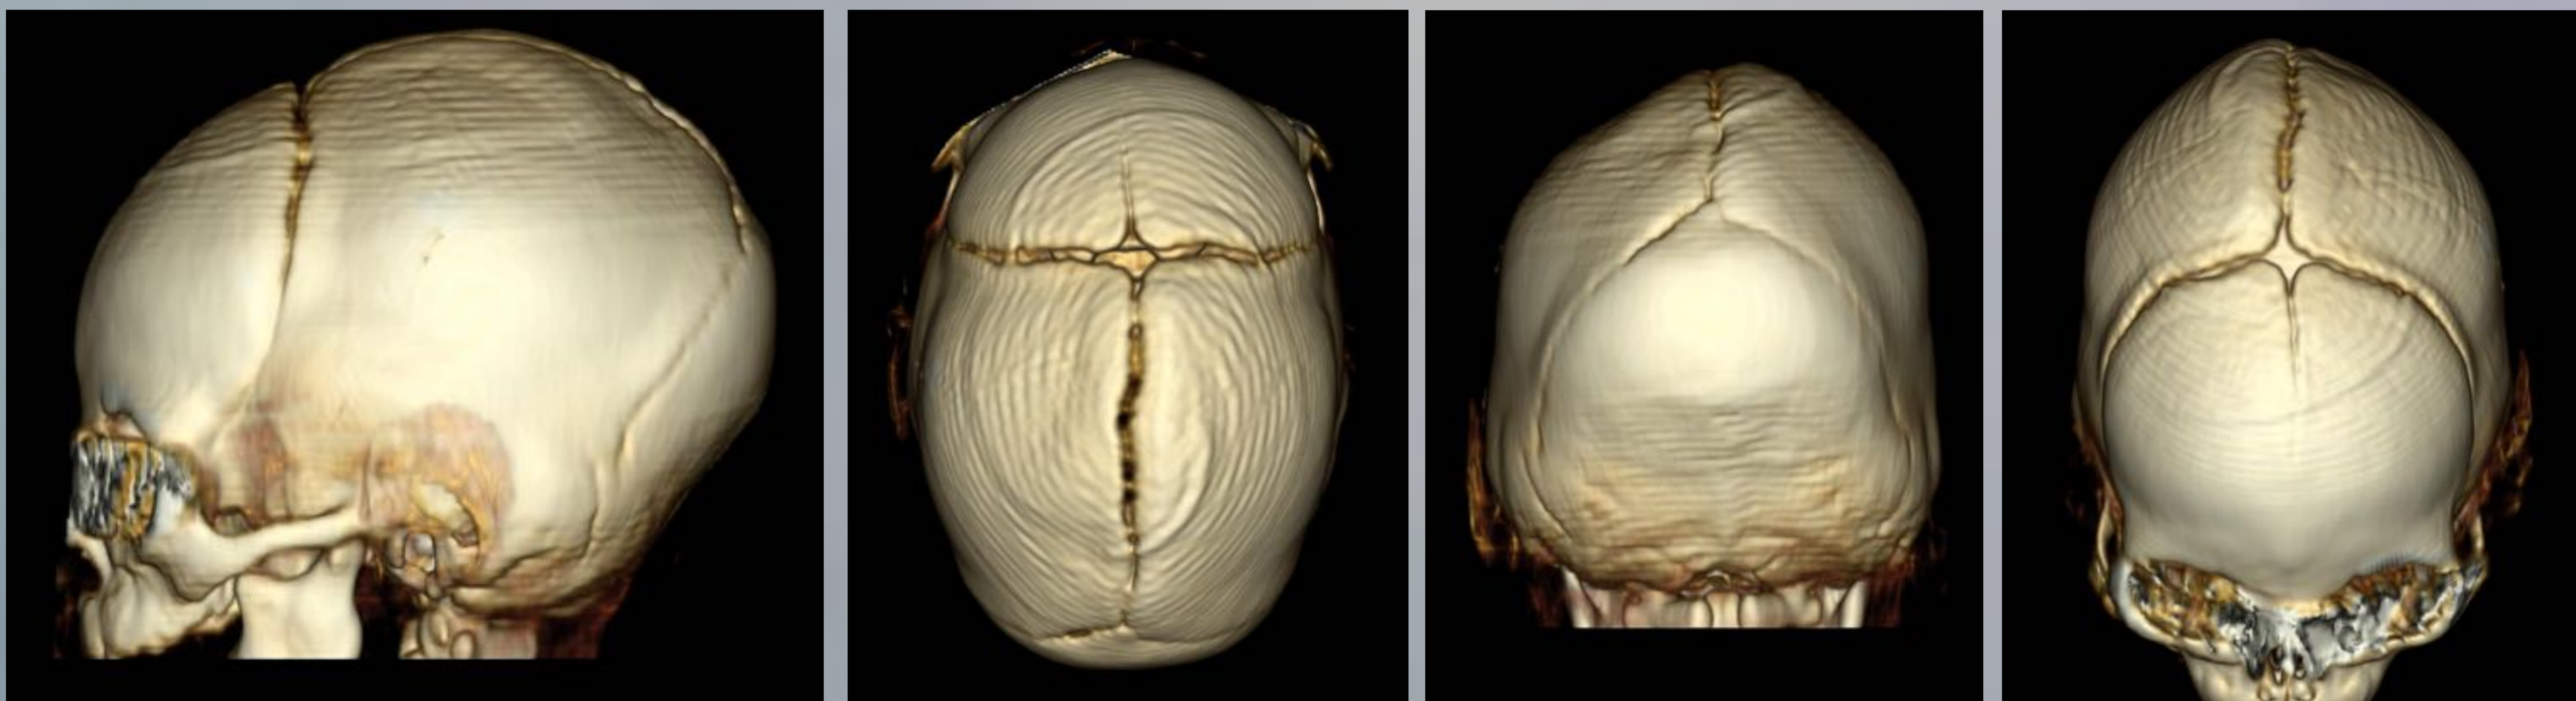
Mismo paciente que en la figura 8. TC con reconstrucciones 3D en vista lateral izquierda, superior, posterior y anterior. Estudio realizado 4 meses mas tarde. Se observa permeabilidad de la sutura sagital con deformidad de la calota.
